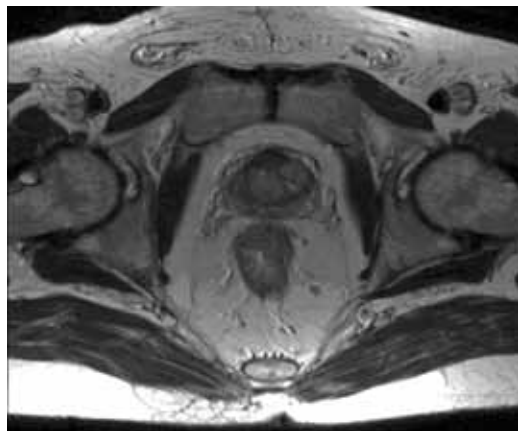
RM pélvica: neoplasia de recto estadio T3N1, con probable afectación de la cara anterior del mesorrecto.
